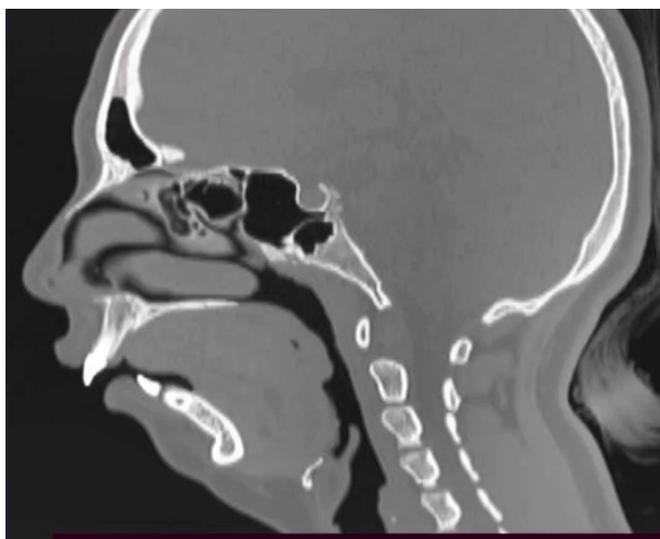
КТ дыхательных путей больного А.
